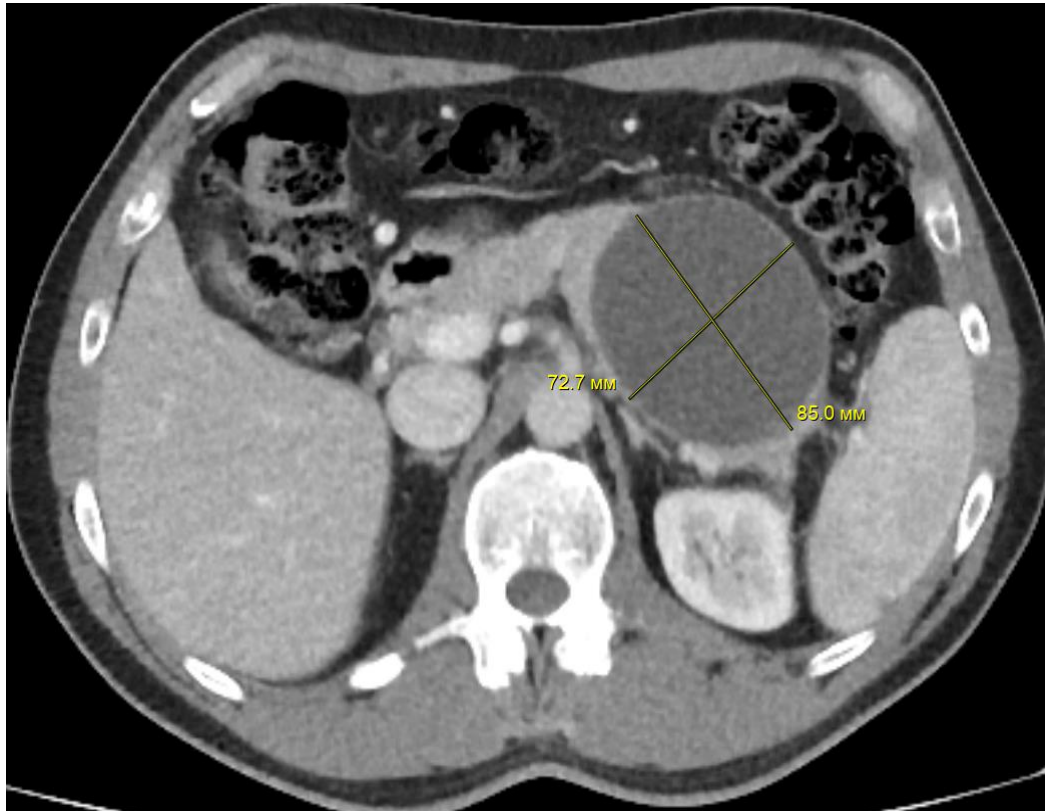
Компьютерная томограмма, 6 месяцев после перенесенного ОП. Венозная фаза, аксиальная проекция. ПК в области хвоста ПЖ
